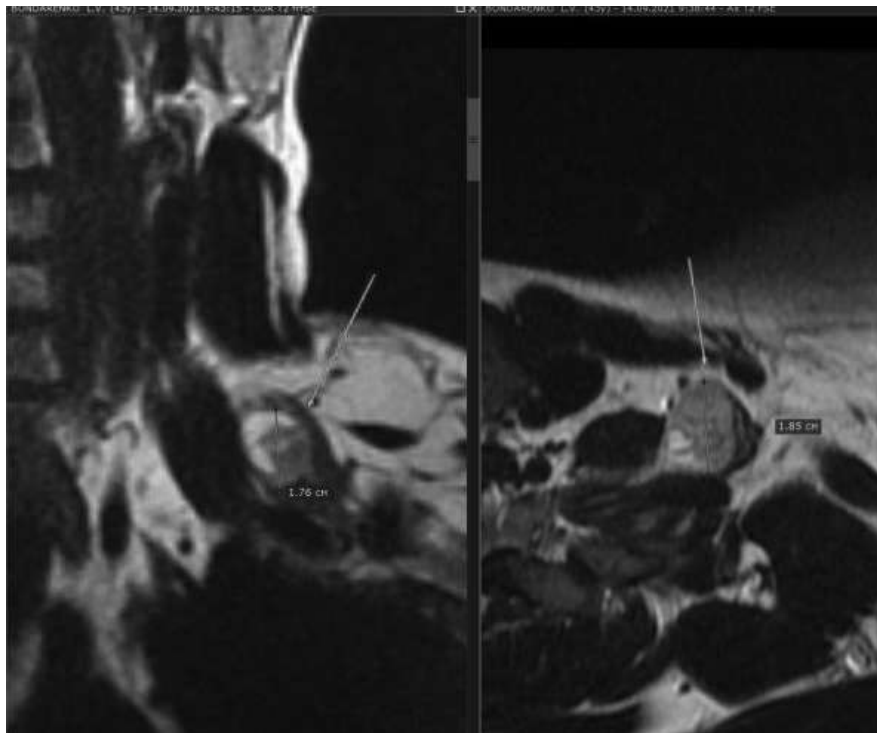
На МР-томограмах у режимі T2 у корональній проекції визначається нейрофіброма верхнього стовбура лівого плечового сплетення
